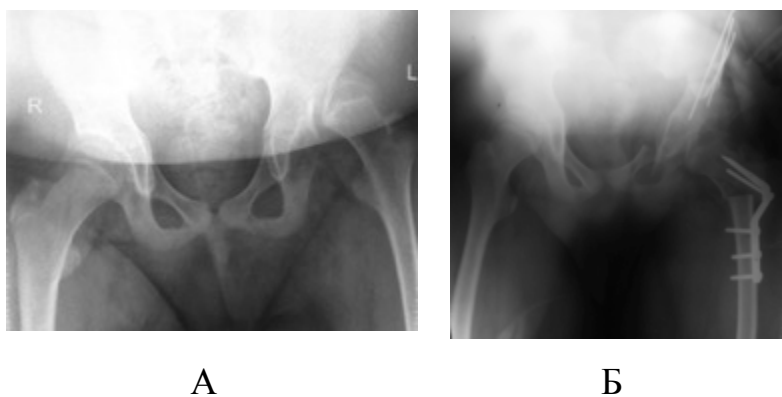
Рентгенограммы тазобедренных суставов пациента Ш., 16 лет. Диагноз: Последствие спинномозговой грыжи. Нейросегментарный уровень L3-L4. Вывих бедра слева: А – до операции; Б - непосредственно после хирургического вмешательства
